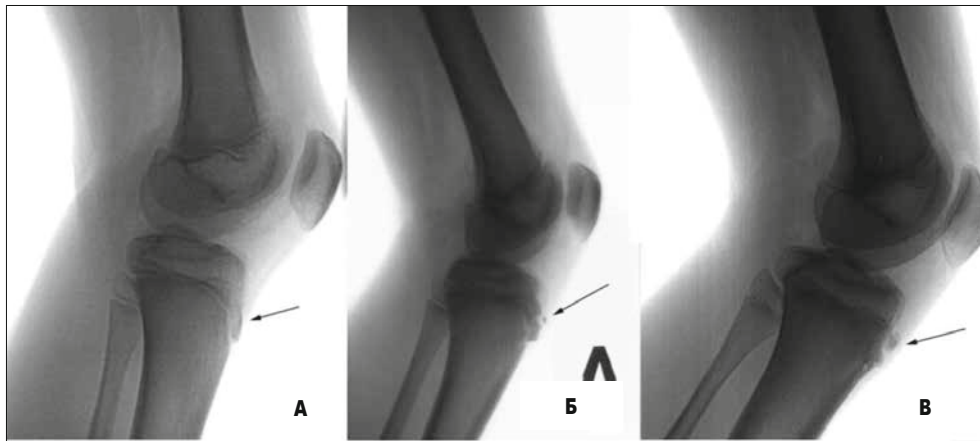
Бічні рентгенограми колінних суглобів. А – норма, III стадія розвитку горбистості великогомілкової кістки, передній відділ горбистості рівний, чіткий; Б-В – відрив горбистості великогомілкової кістки, хвороба Шляттера
